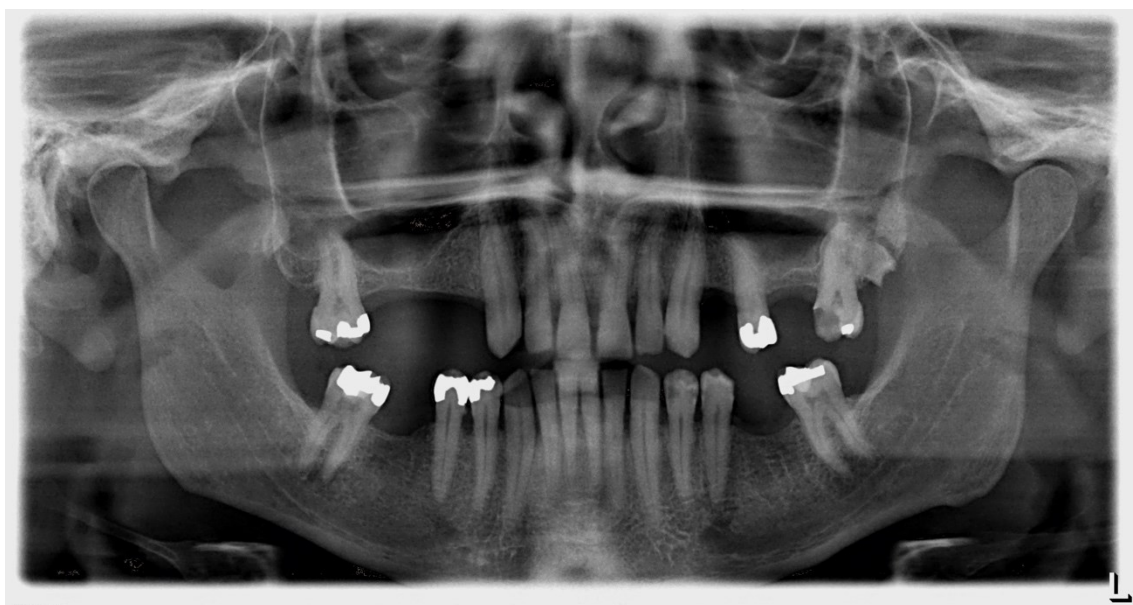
Ortopantomografia Inicial (6/11/2015)
